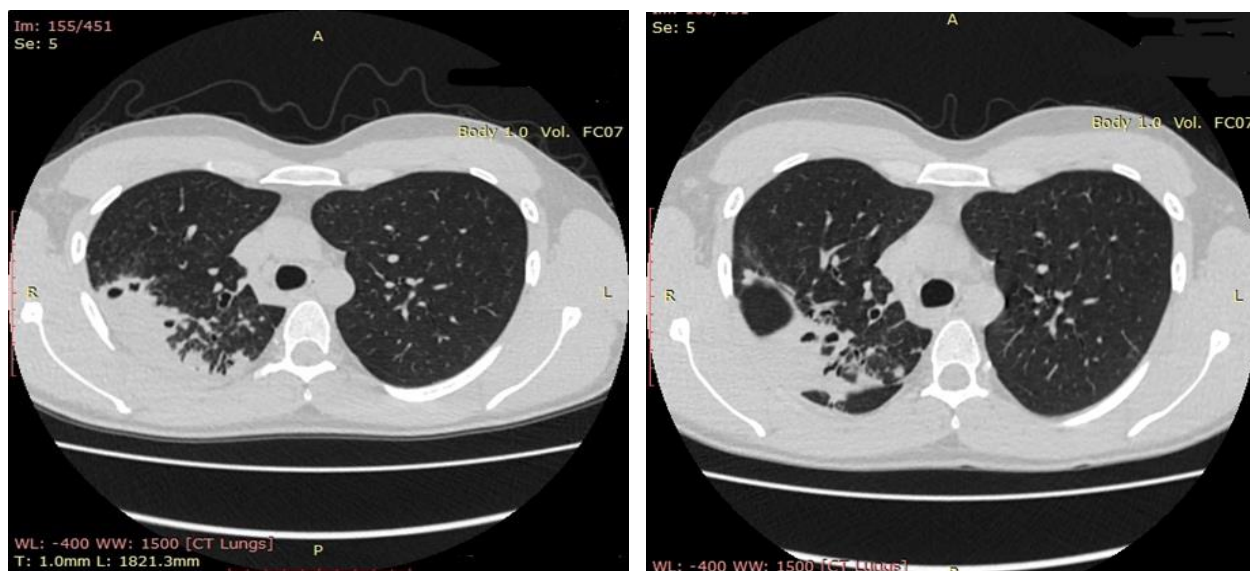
Аксиальные срезы по данным компьютерной томографии органов грудной клетки пациента Г. (25 л), где выявлены инфильтративные изменения в правом легком
